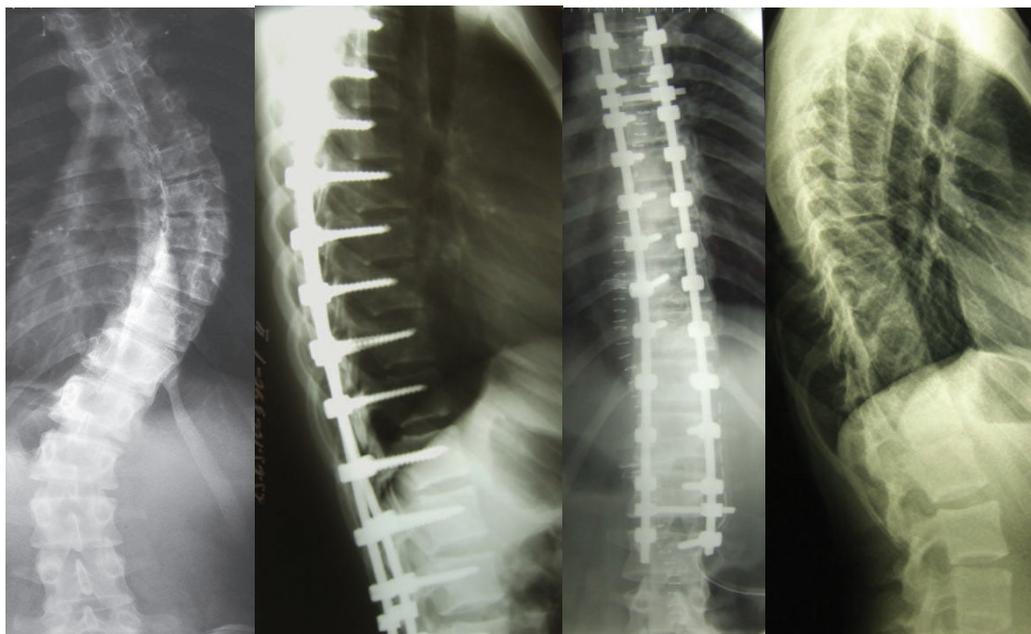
Пациентка В. , 17 лет. Идиопатический сколиоз грудного отдела 4 степени. Рентгенограммы до операции и через 3 года после операции
